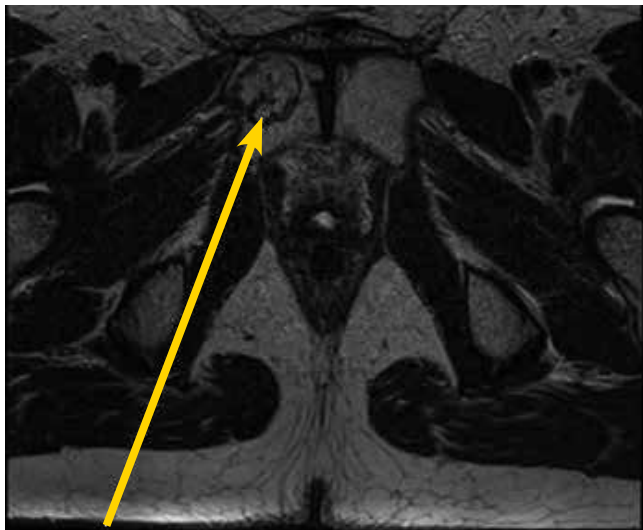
МРТ. Метастаз в лонную кость справа. 07.02.2012 г.
